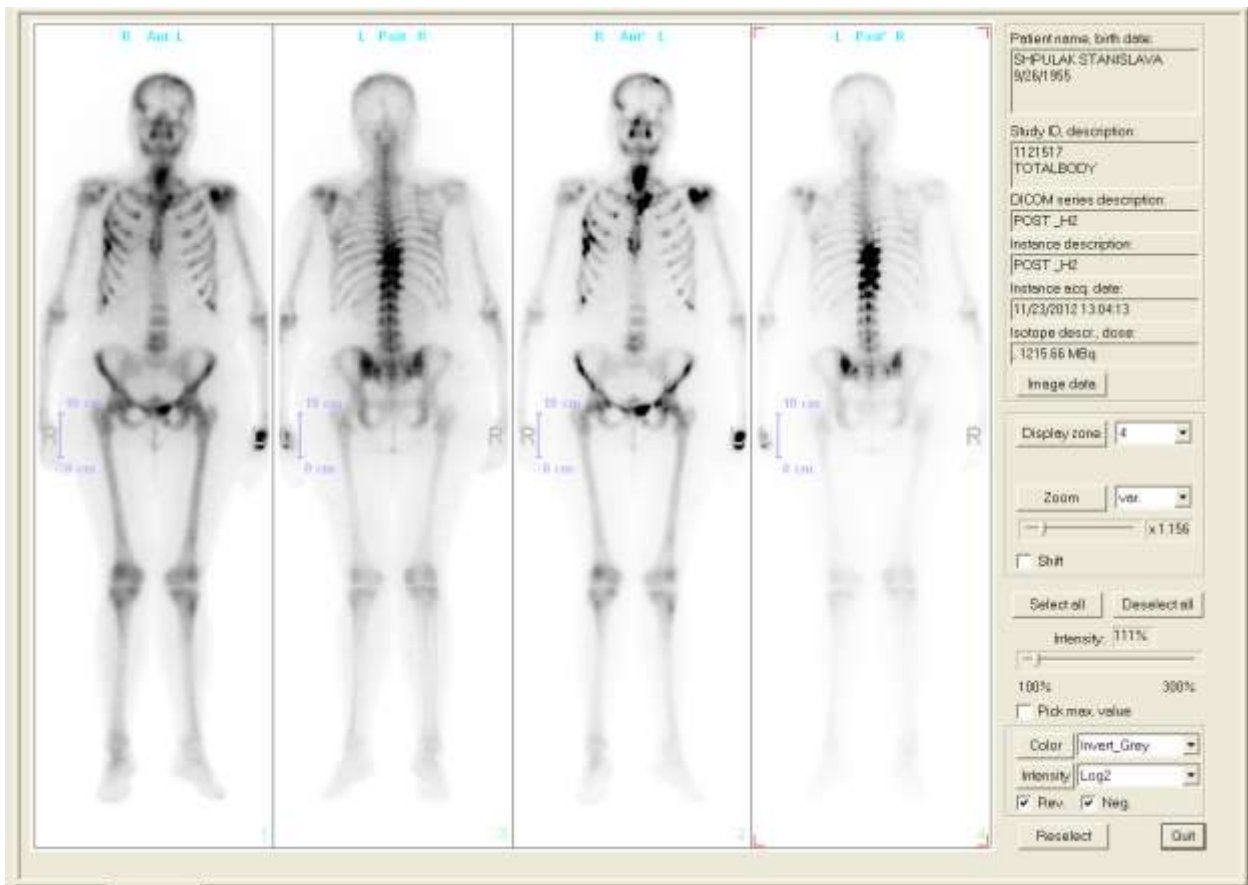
Остеосцинтиграма з самарієм ^{153}Sm оксабіфором хворої Б.
